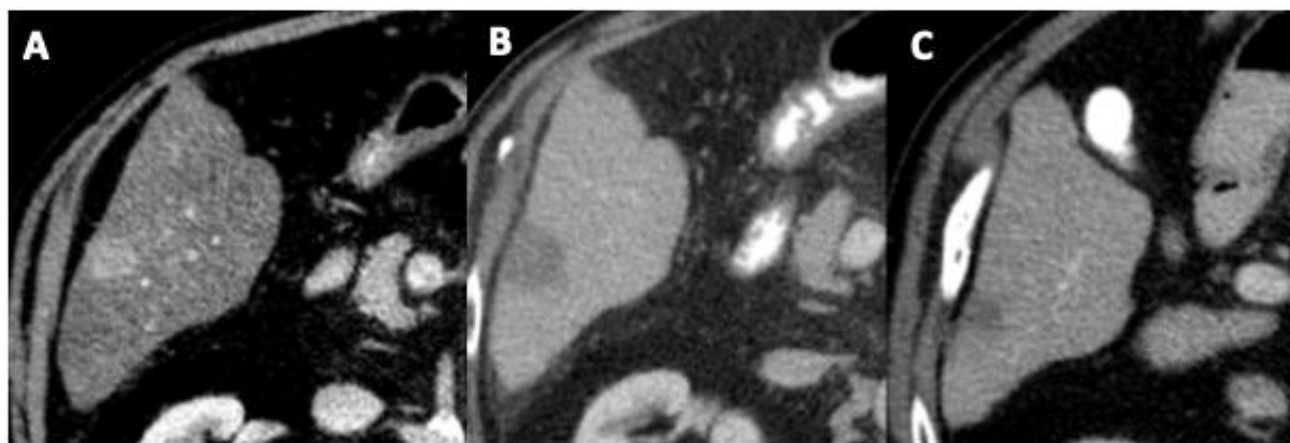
Seguimiento mediante TC abdominopélvica de un paciente con carcinoma hepatocelular tratado mediante ablación con radiofrecuencia. A. Lesión focal hepática hipercaptante en fase arterial compatible con hepatocarcinoma. B. Tras el tratamiento ablativo se visualiza un área hipodensa sin realce de mayor tamaño que la lesión inicial. C. Control posterior que muestra una llamativa disminución del área de necrosis, indicativo de una respuesta completa sin signos de recidiva local.
